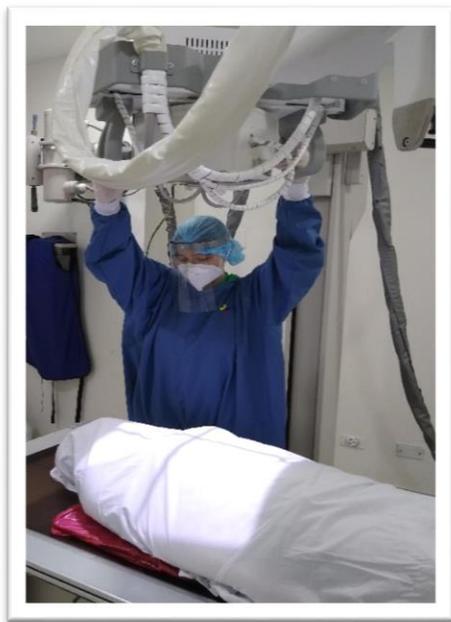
Toma de radiografías. (2020). Autoría propia.
